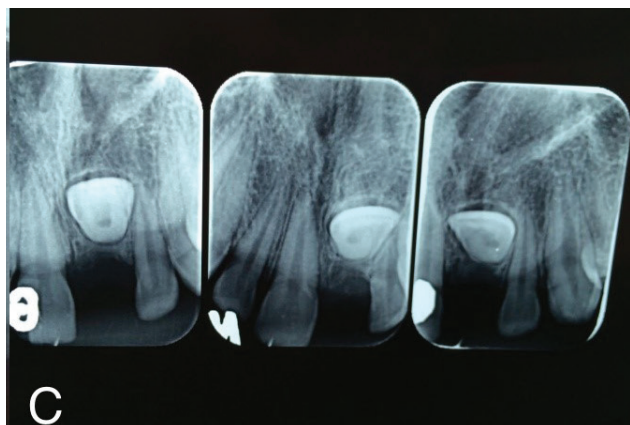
A, Aspecto clínico inicial. B, Radiografia panorâmica. C, Radiografia periapical do elemento 21.
